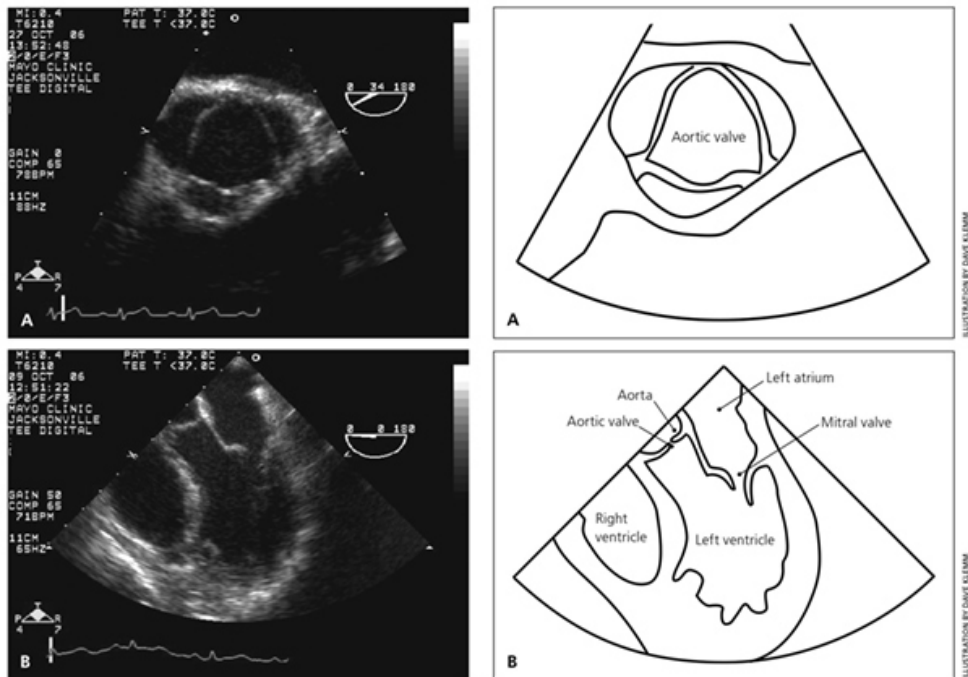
Transösophageales Echokardiogramm einer normalen AK. a) axial b) horizontaler 4-Kammerblick (Grimard and Larson, 2008)
